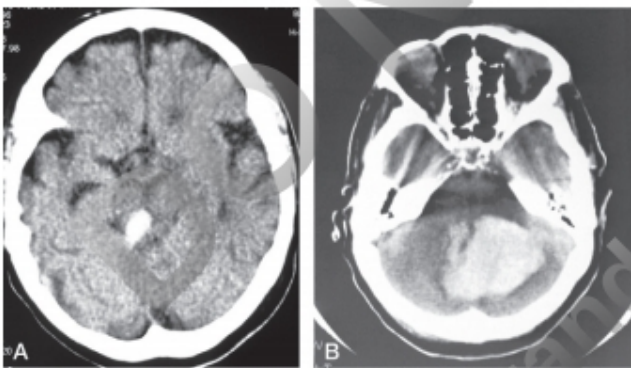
Figura e16.51 TC sin contraste. A. Hematoma del tronco. B. Hematoma del cerebelo.
